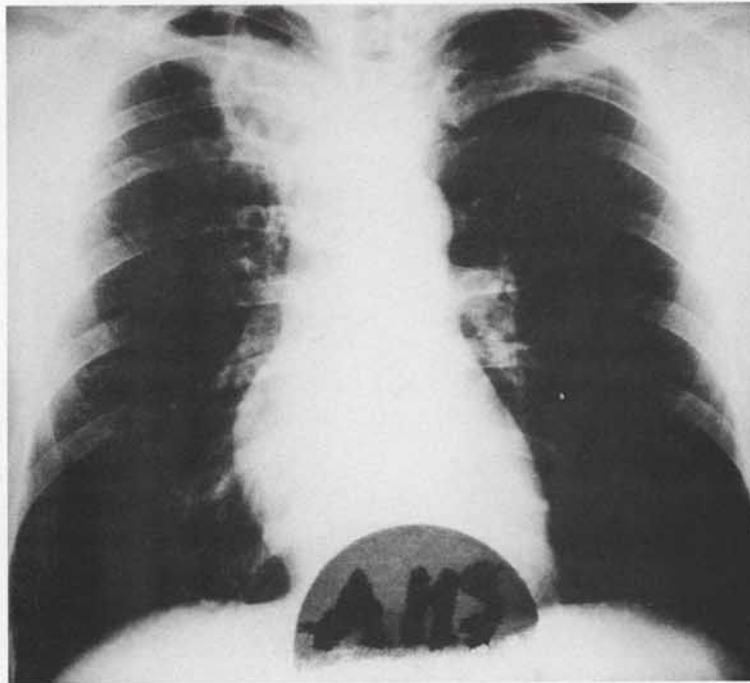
Telerradiografia torácica de um doente com uma situação clinicamente menos grave de tuberculose pulmonar (Grupo I)
